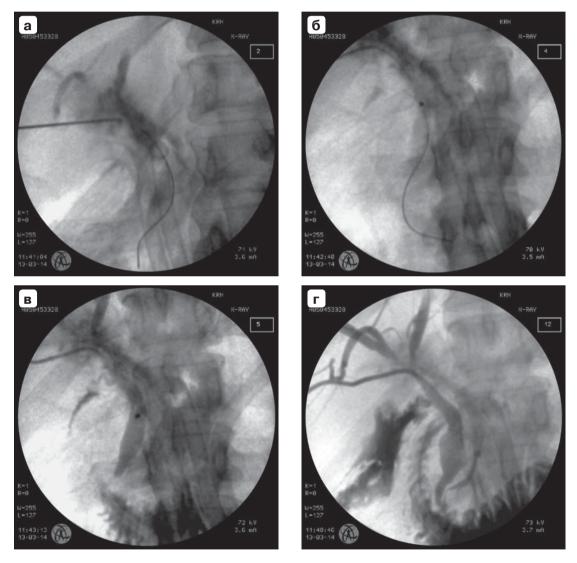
Пункция нерасширенных неконтрастируемых желчных протоков. а — рентгенограмма, пробное введение гидрофильного проводника 0,018" под контролем УЗИ; б — рентгенограмма, проведение по гидрофильному проводнику манипуляционного катетера 5Fr для последующей холангиографии и замены проводника; в — холангиограмма, подтверждение положения манипуляционного катетера в общем желчном протоке; г — холангиограмма, завершающий этап, установлен дренаж 8Fr, видно ятрогенное подпеченочное скопление желчи.
